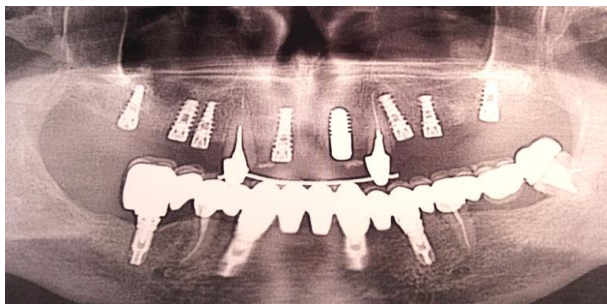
Ортопантомограмма того же пациента через 9 мес. Удачная интеграция имплантатов в области аугментации.
